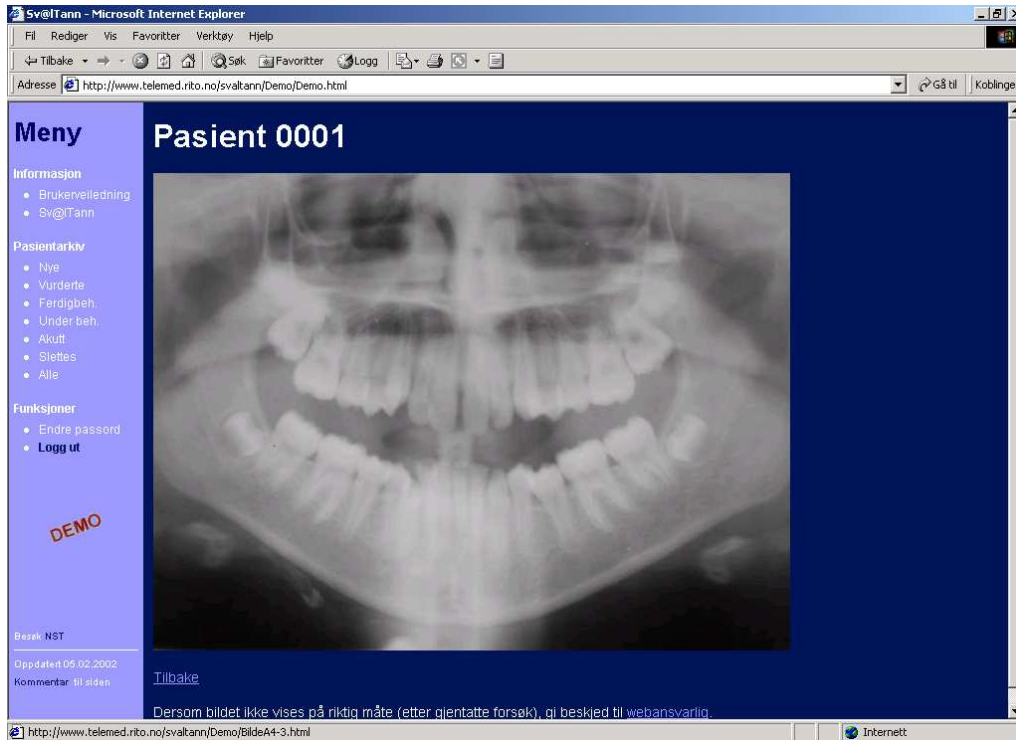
Рентгеновский снимок, просматриваемый в системе Sv@Itann.
